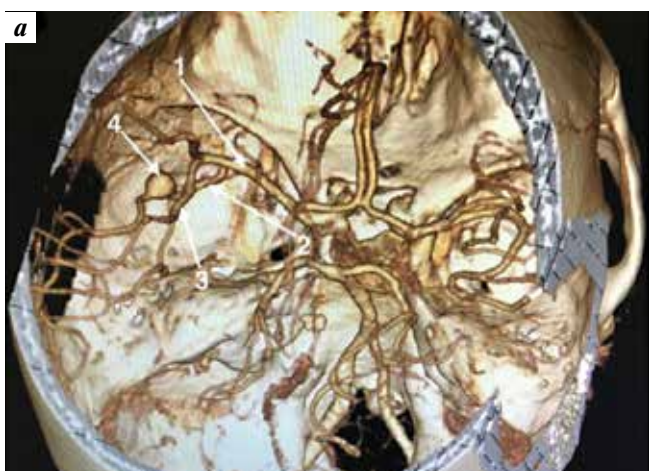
Компьютерная томография интракраниальных артерий пациентки Г.: а – общий вид; б – увеличенный вид. 1 – левая средняя мозговая артерия (СМА); 2 – височный ствол левой СМА; 3 – лобный ствол левой СМА; 4 – аневризма левой СМА
